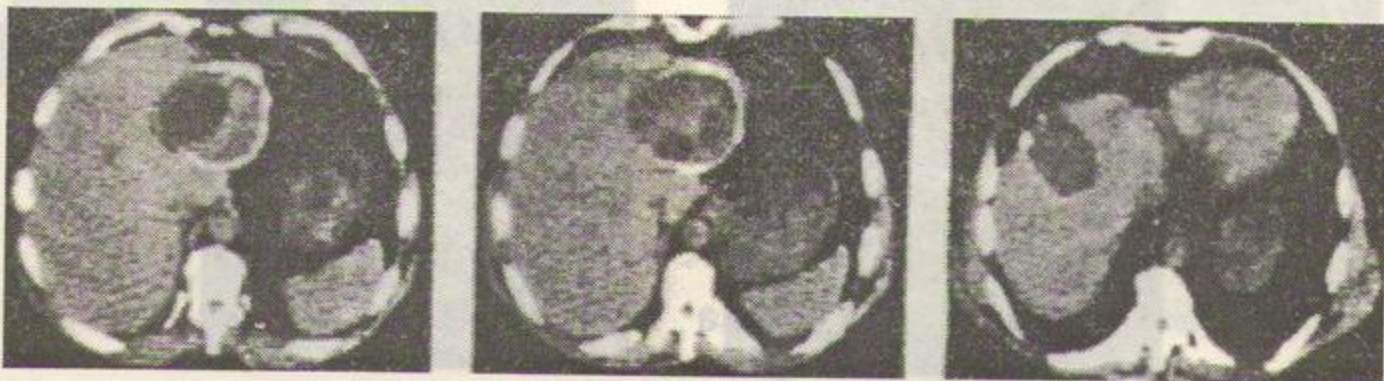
Suită de secțiuni CT transhepatice punînd în evidență un chist hidatic de dimensiuni mari, cu pereți calcificați și numeroase chisturi-''fiice'' la nivelul ambilor lobi ai ficatului.
